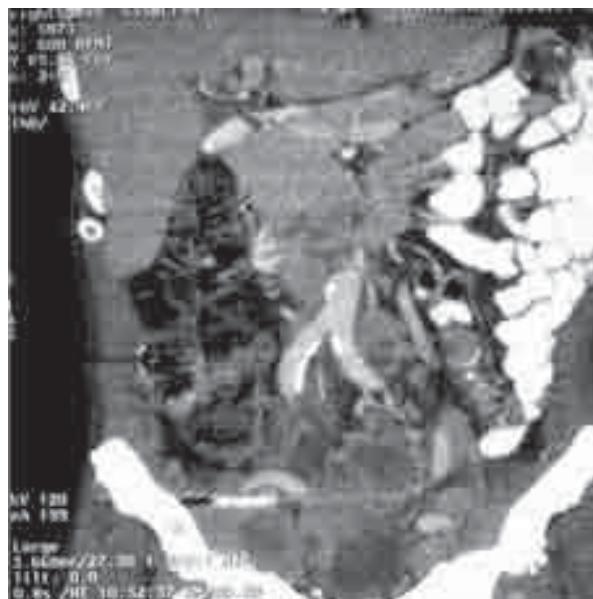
Tomografía computarizada a su ingreso. Tumoración abdominal.
